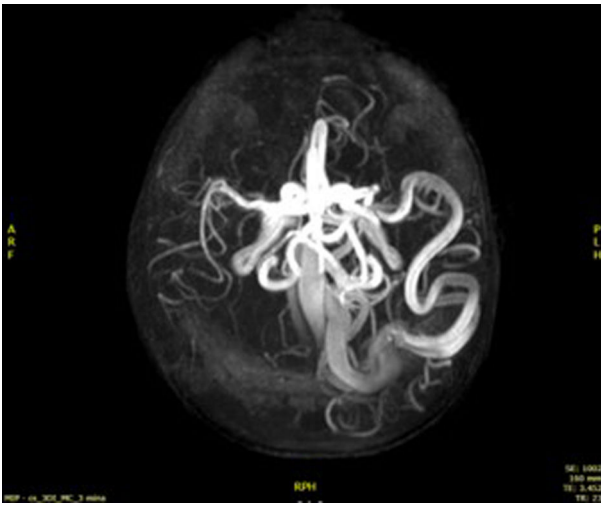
Angio-RM que muestra una fístula postrolándica con aferentes de la arteria cerebral media (ACM), la arteria cerebral anterior (ACA) y la rama eferente venosa dilatada hacia el seno sagital superior.
